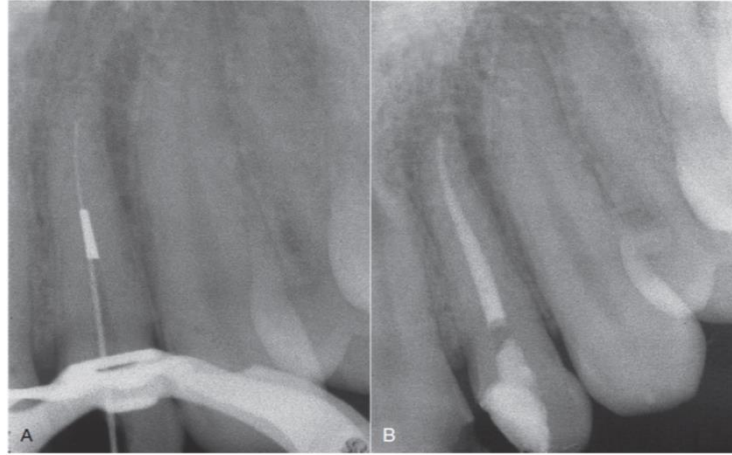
A, Fractured fissure bur and working length file bypassing the obstruction. B, After the bur was removed with files and ultrasonics.
